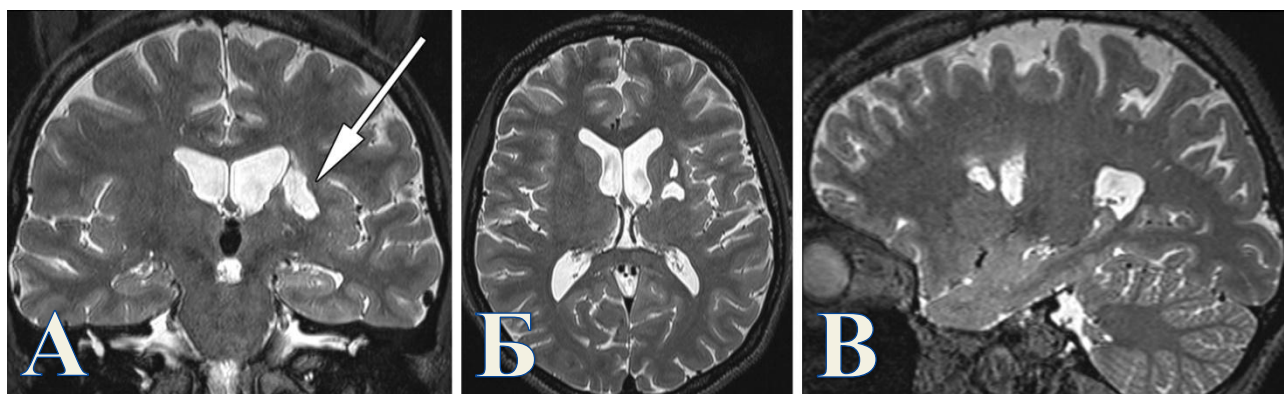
МРТ головного мозга в последовательности T2-ВИ пациентки К. на этапе проведения неинвазивной предхирургической диагностики. Стрелкой указан очаг кистозно-глиозных изменений в области подкорковых ядер слева. Других структурных изменений не выявлено. А. Коронарная проекция. Б. Аксиальная проекция. В. Сагиттальная проекция.
